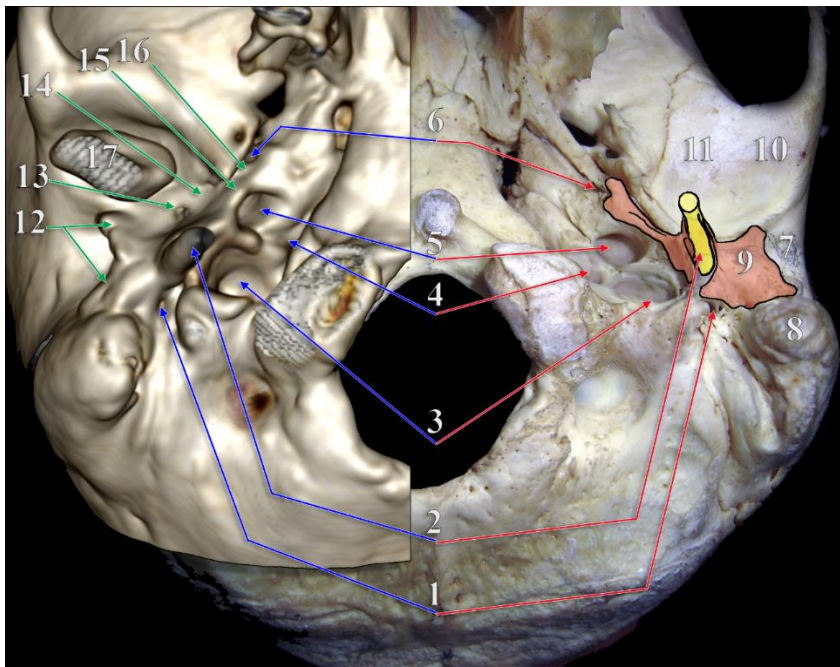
Placa timpanică, craniu uscat și randare 3D CT, vedere inferioară a bazei craniului. 1.gaura stilomastoidiană; 2.procesul stiloid; 3.fosa jugulară; 4.foseta petroasă; 5.canalul carotic; 6.canalul musculotubar; 7.porul auditiv extern; 8.procesul mastoid; 9.placa timpanică; 10.fața inferioară a rădăcinii zigomatice; 11.porțiunea bazilară a scuamei temporale. Placa timpanică participă la delimitarea conductului auditiv extern (osos) (12), poate prezenta foramen tympanicum al lui Huschke (13), desparte (14) A.T.M.de cavitatea timpanică, se aplică (15) peste peretele extern al canalului carotic și delimitează canalul musculotubar (16). 17.condilul mandibulei.
